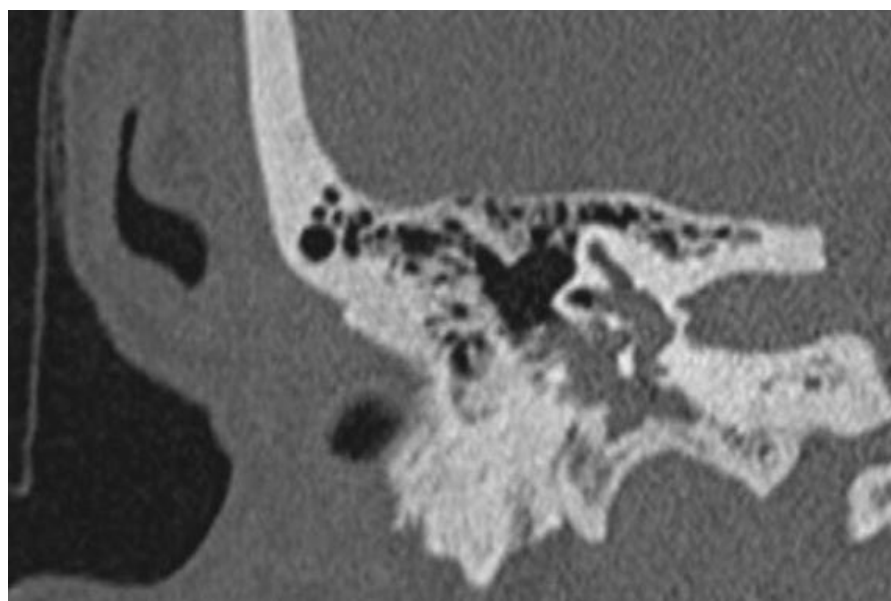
Imagem de TC ouvidos, relativa ao Caso Clínico 2, realizado ao 8º dia pós - operatório com resolução praticamente completa do pneumolabirinto.
